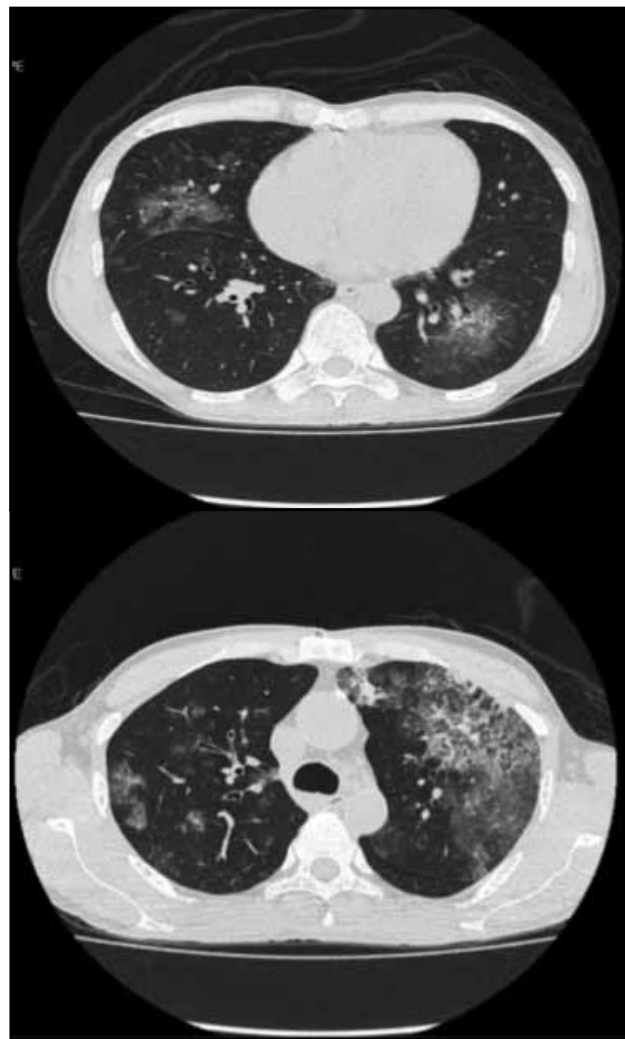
TAC de tórax alta resolución: opacidades parcheadas en vidrio esmerilado de disposición centrilobulillar y peribroncovascular, patrón en adoquín desordenado.
